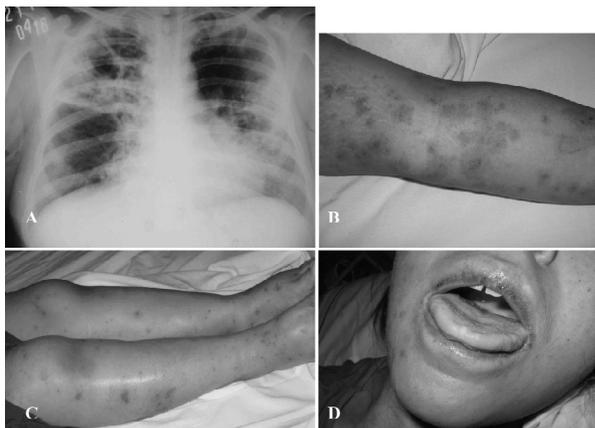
A. Radiografía de tórax: opacidades heterogéneas bilaterales con cavidades. B. Eritema polimorfo en brazo. C. Edemas en miembros inferiores. D. Afectación de labios y lengua.
